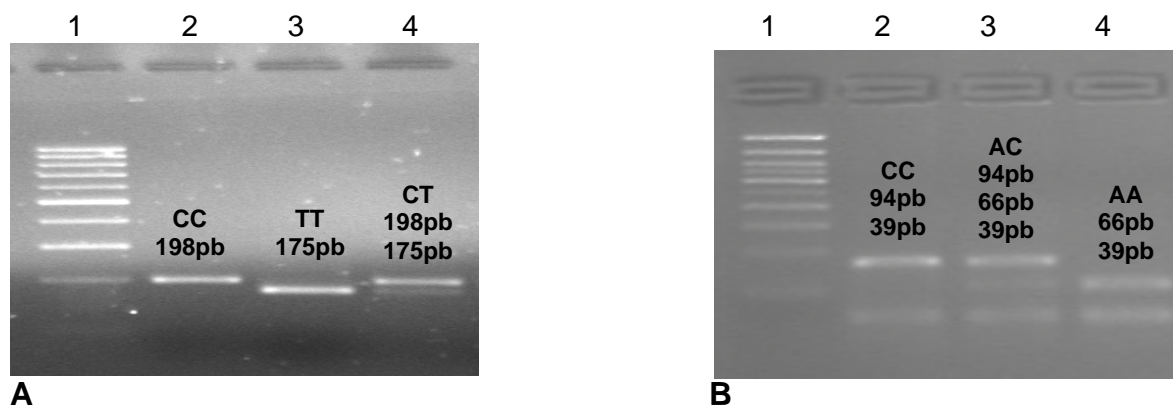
Gel de agarose 3% (A) e 4% (B) corado com Brometo de Etídio. A) MTHFR C677T:1-Ladder 100p; CC (Homozigoto selvagem - Ala222Ala); 3-TT (Homozigoto variante - Val222Val); 4-CT (Heterozigoto - Ala222) B) MTHFR A1298C: 1-Ladder 50pb; 2- AC (Hetero Heterozigoto -Glu430Ala); 3-CC (Homozigoto variaí Ala430Ala); 4-AA (Homozigoto selvagem - Glu430Glu).
